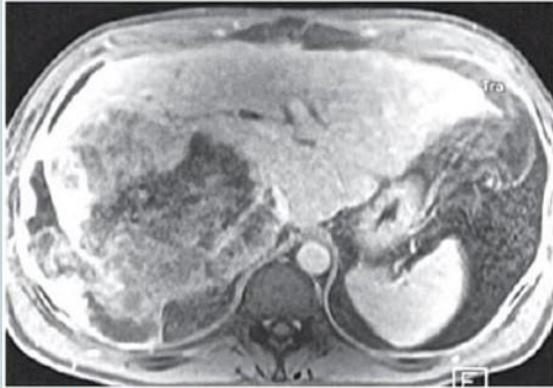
RMN de abdomen (T1)
